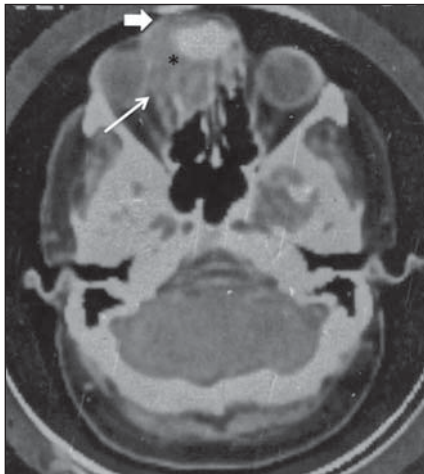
Tomografia computadorizada do crânio com meio de contraste intravenoso mostra massa tumoral na região frontal esquerda (asterisco) que se estende para as células etmoidais correspondentes, destruindo sua parede medial (lâmina papirácea) da órbita do mesmo lado (seta fina). Essa massa do seio frontal causa destruição óssea em seu limite anterior invadindo o tecido subcutâneo (seta grossa), a parede posterior do seio frontal e superomedial da órbita. Não houve impregnação significativa da massa tumoral após a injeção do meio de contraste, exceto na região dos lobos frontais. Nota-se desvio do globo ocular esquerdo para a frente e lateralmente.
